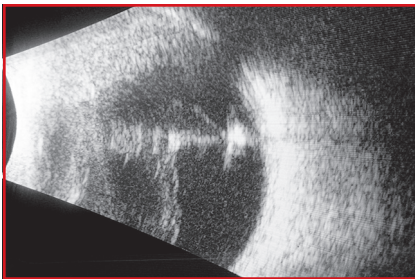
Échographie en mode B, CEIO.
